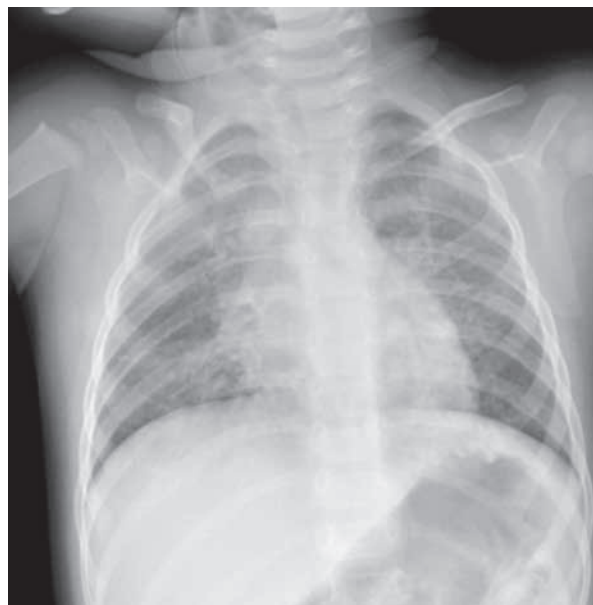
Radiografía en Urgencias. Marcados engrosamientos peribronquiales e infiltrados perihiliares bilaterales, sin consolidaciones parenquimatosas definidas. No derrame pleural.
